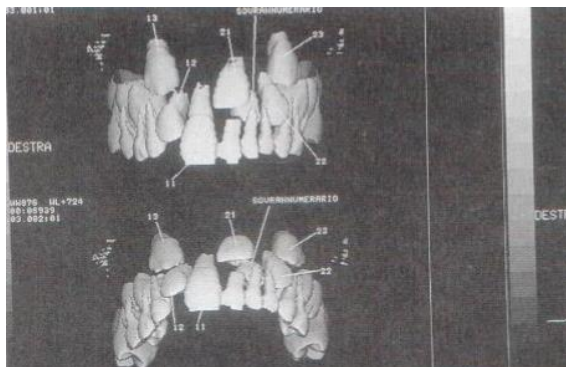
Tomografía computarizada, en la que se observa un diente supernumerario que obstaculiza la erupción del 21-22.
